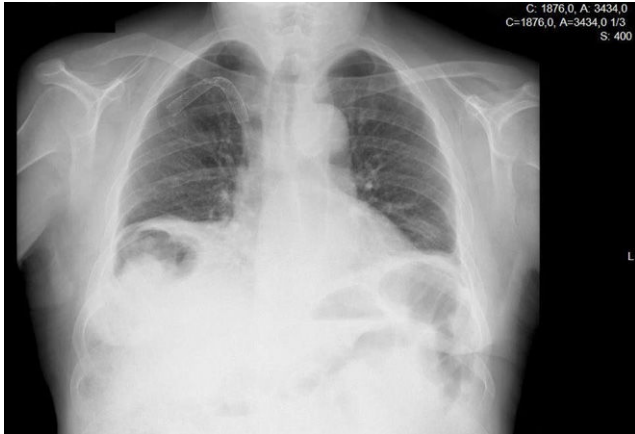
Radiografía de tórax con síndrome de Chilaiditi.
